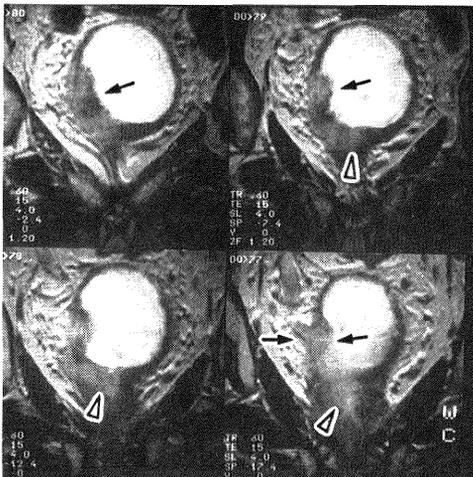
膀胱癌，造影MRI，矢印：膀胱癌，矢頭印：前立腺浸潤
